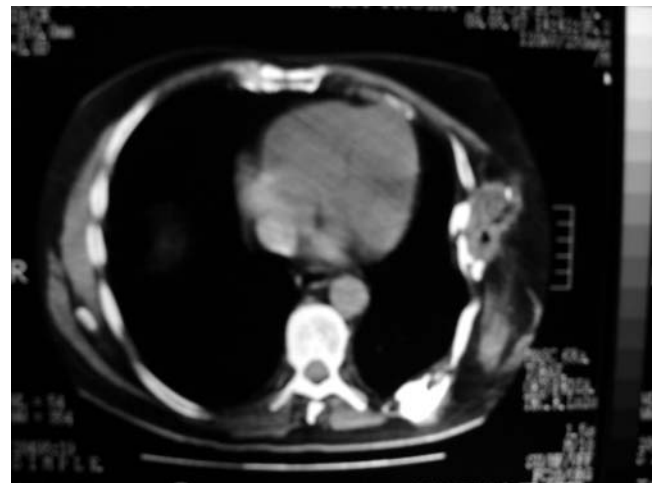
TAC axial donde se observa disminución de campo pulmonar con masa perilesional.
